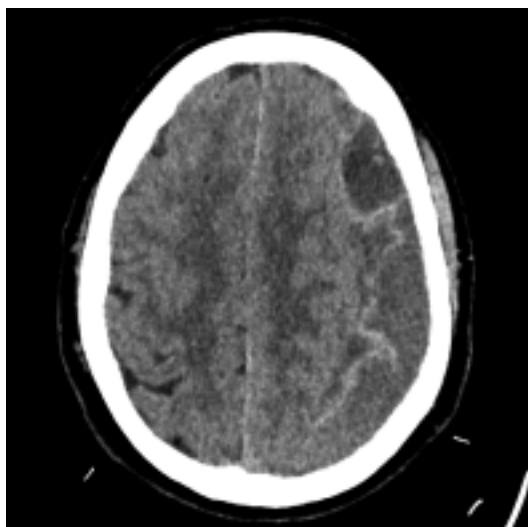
TC craneal inicial. Hematoma subdural frontoparietal izquierda.
